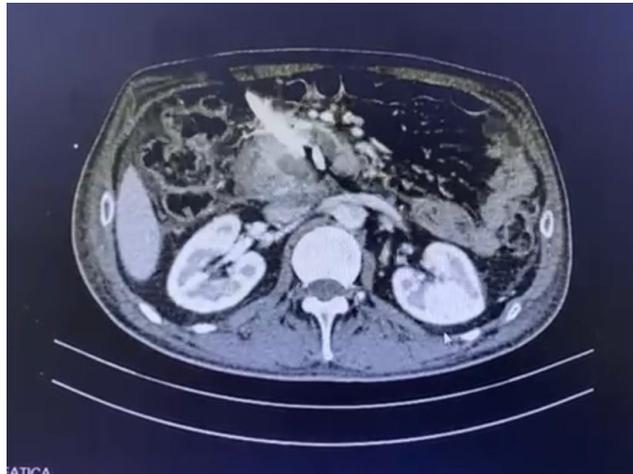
Tomografía computarizada post colocación de stent trangástrico.
